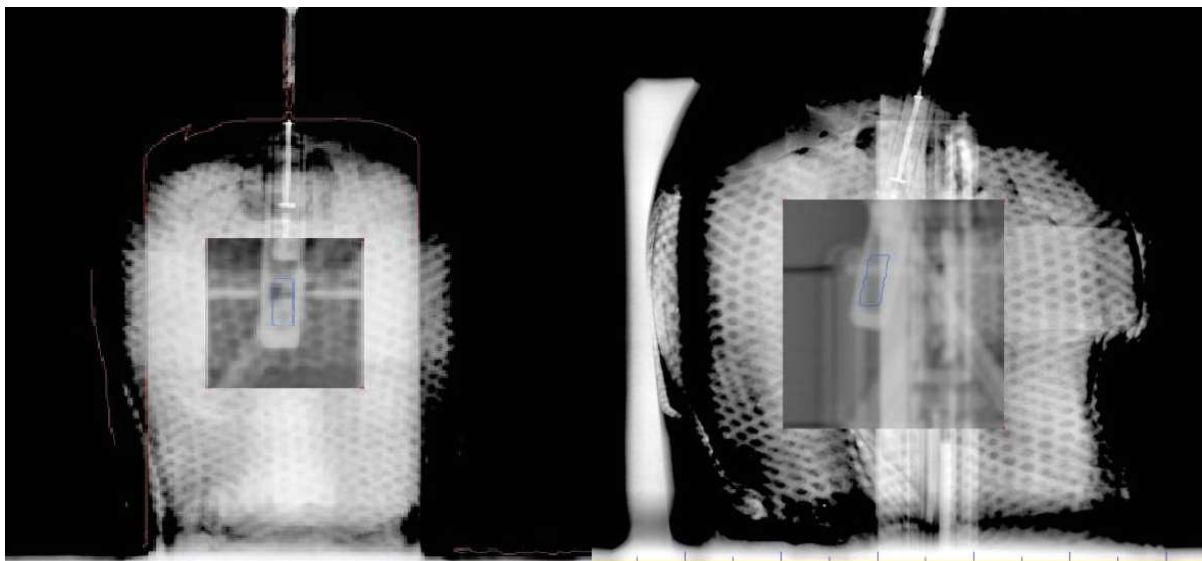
Fusão entre imagem digital adquirida e imagem de tomografia para o correto posicionamento e isocentro. Esquerda: Latero-lateral ; Direita: Antero-posterior.
